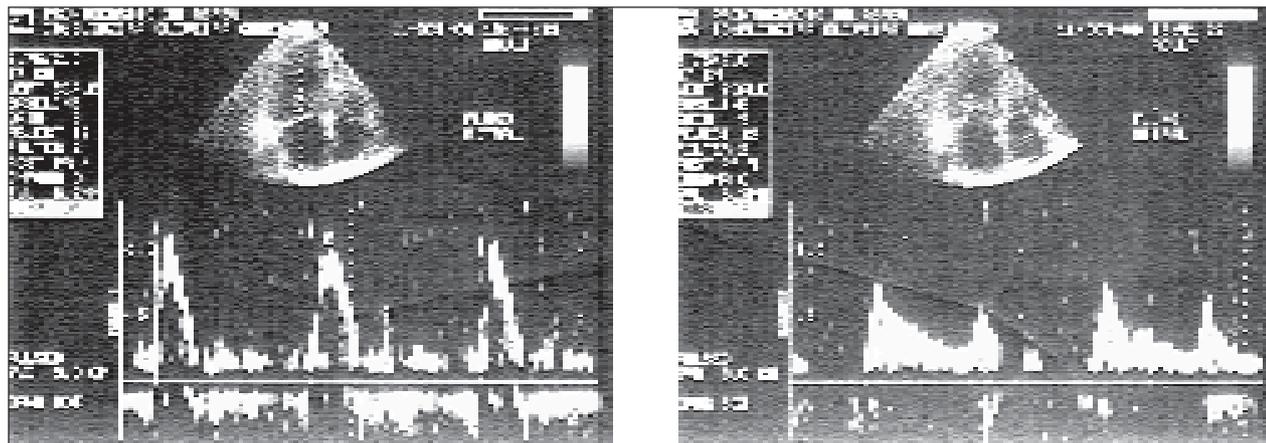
Doppler do fluxo mitral com programação de 200ms com padrão restritivo (esquerda) e com intervalo atrioventricular de 100 ms com melhora no tempo de enchimento ventricular e na função diastólica (direita).
